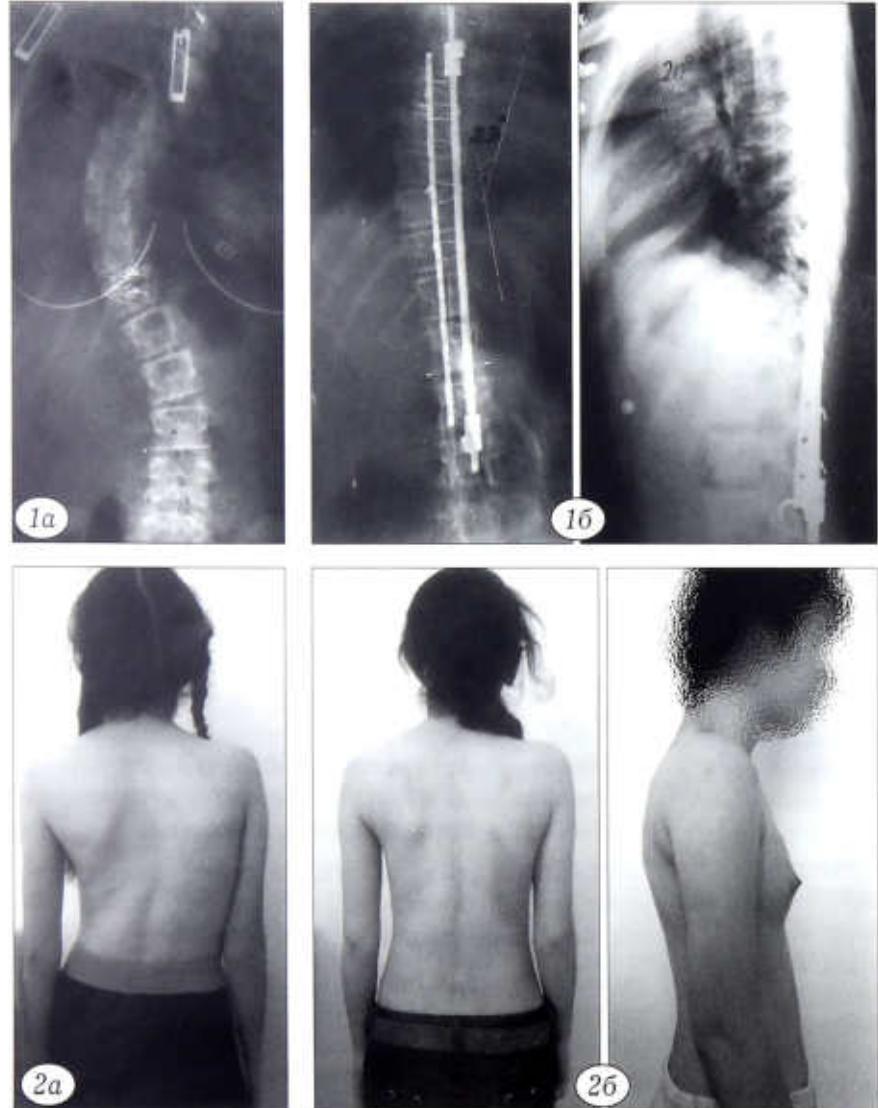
Рентгенограммы больной Г. 16 лет. а — до операции (63°); б — после операции (23°); сохранен сагиттальный профиль — грудной кифоз 20°.
